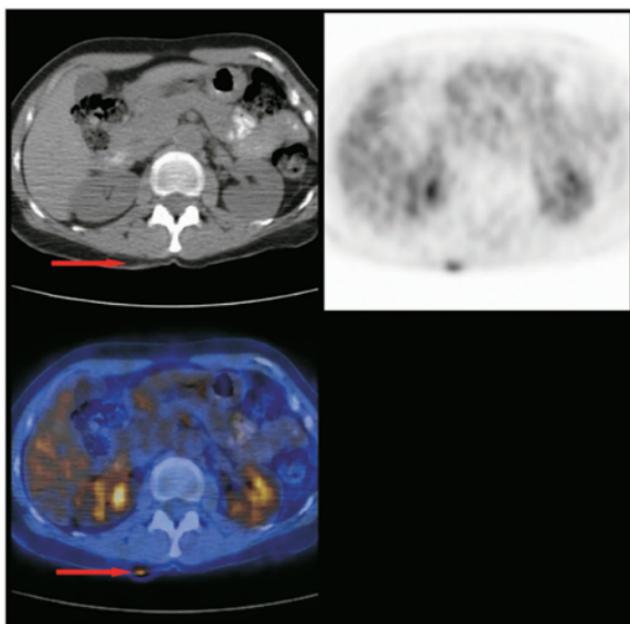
Immagine assiale PET-TC che mette in evidenza una piccola captazione posteriore (*freccia*)
